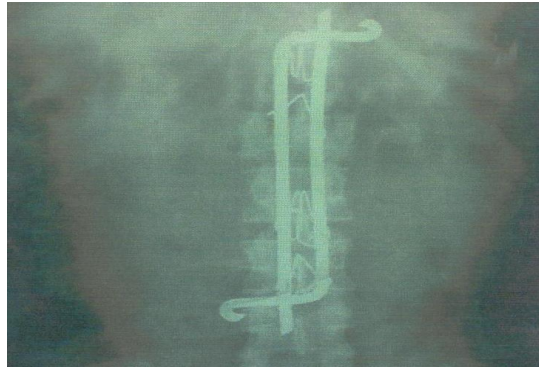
Radiografía de columna toracolumbar que muestra fractura de L1
